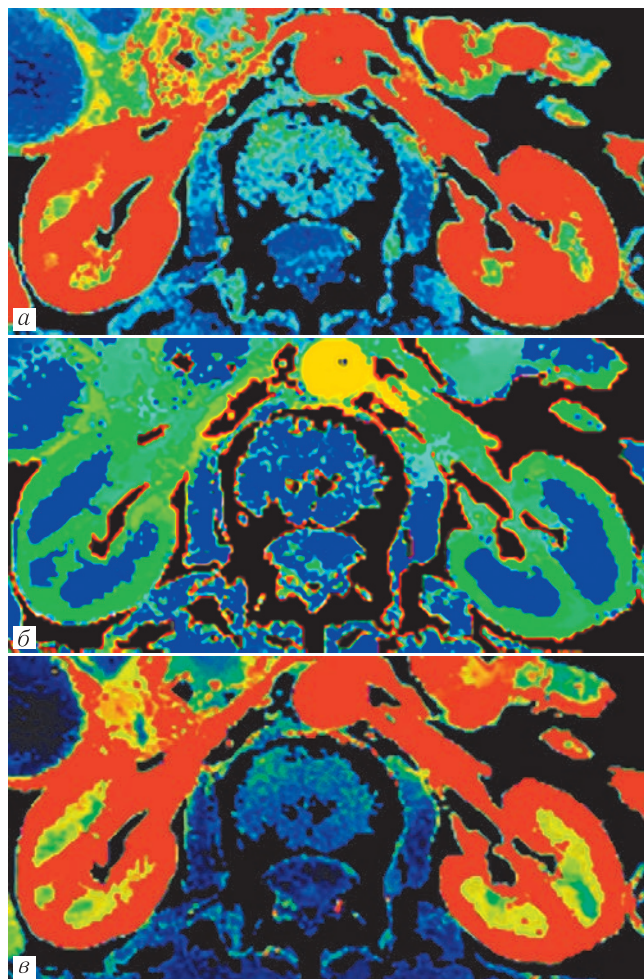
Перфузионная компьютерная томография почек в норме. Цветовые параметрические карты: а — BF; б — ТТР; в — MSI
